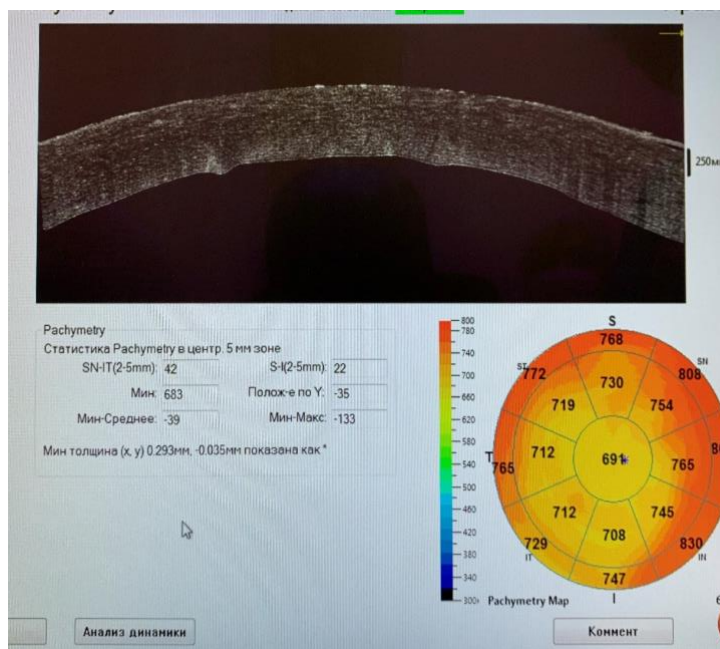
Оптическая когерентная томография роговицы
